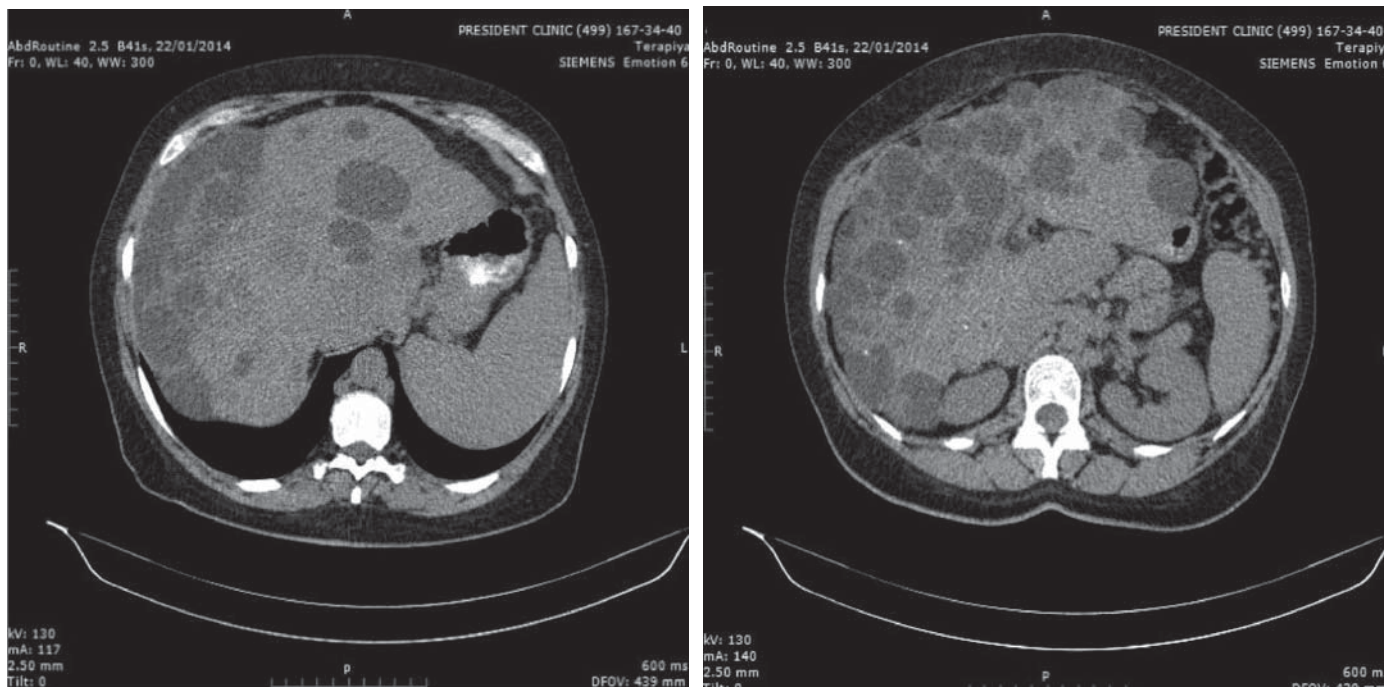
МСКТ органов брюшной полости.
